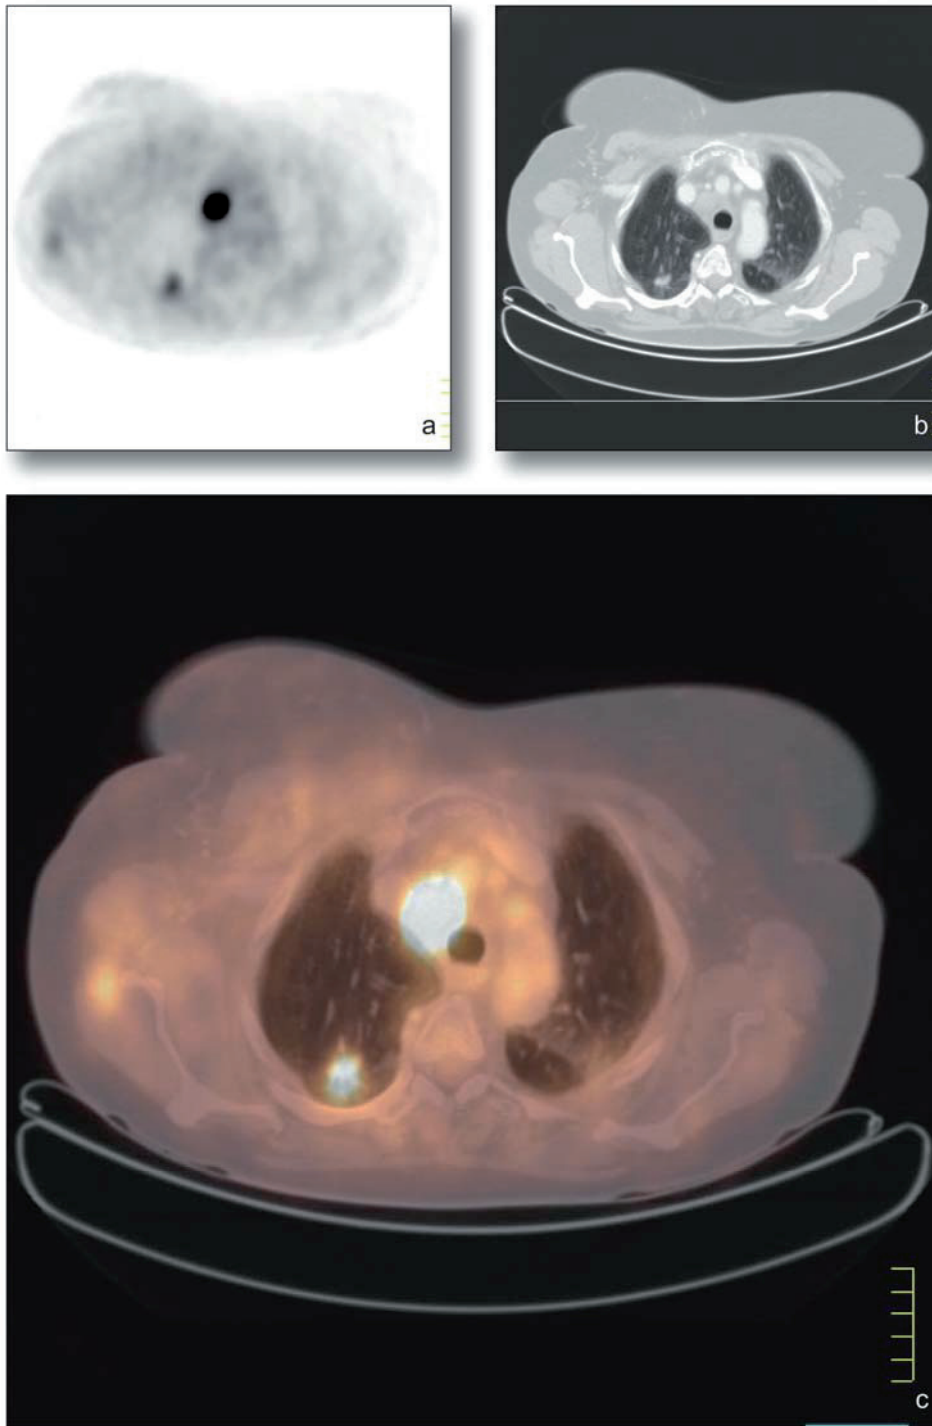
Bronchialkarzinom mit mediastinaler Lymphknotenmetastase; der Primärtumor konnte in der PET (a), der CT (b) und in der kombinierten PET/CT (c) diagnostiziert werden.
